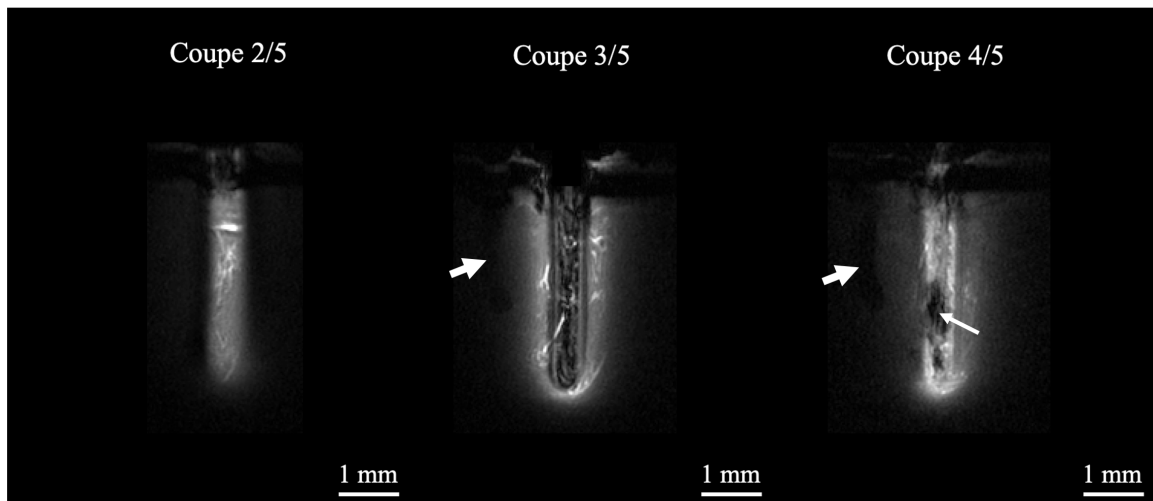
Image IRM sagittale pondérée T_1 acquise avec la micro-antenne RMN du gliome C6. La résolution spatiale était de $33 \times 33 \times 500 \mu\text{m}^3$. La petite flèche indique la présence d'une structure en hyposignal observable uniquement sur l'image IRM du tissu cérébral tumoral et les deux grandes flèches indiquent la présence de la lésion causée par l'aiguille lors de l'injection des cellules tumorales C6.
